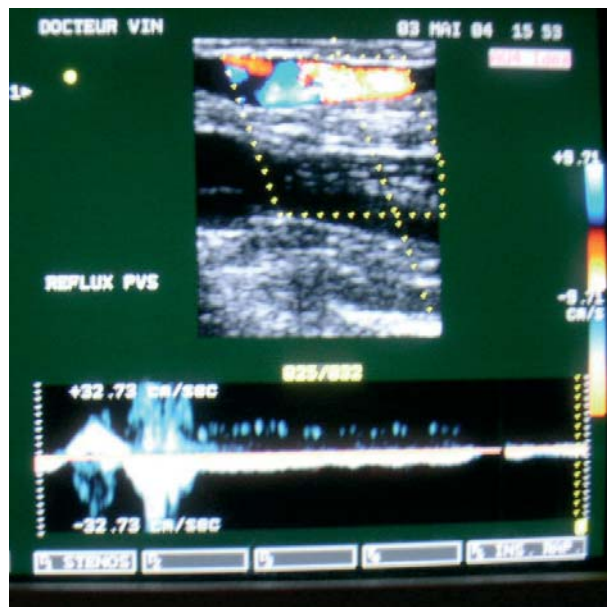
Échodoppler : reflux sur une petite veine saphène.
